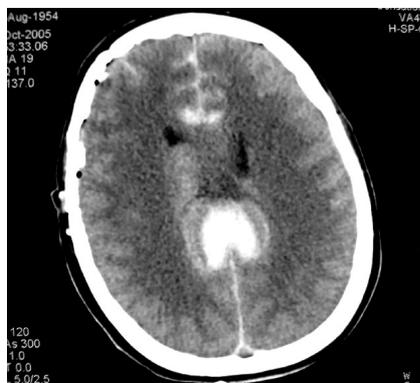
TC post-angiografia
